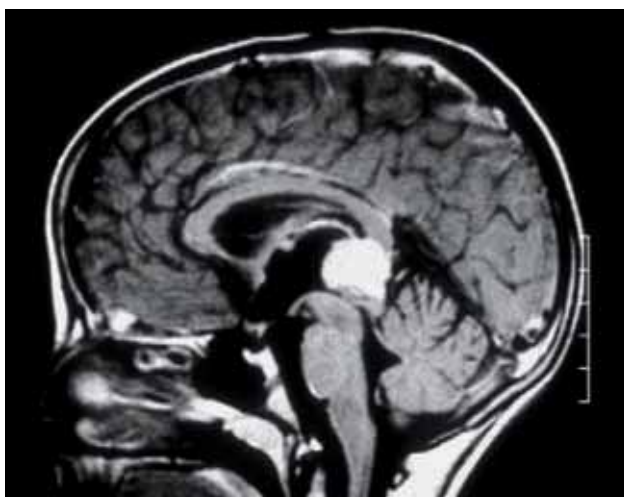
RM, corte axial: tumor pineal antes de la extirpación.
